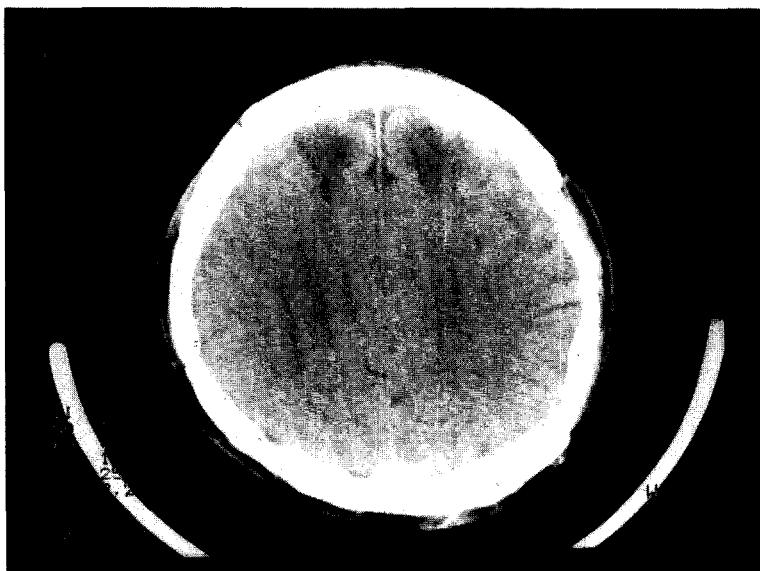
Brain computerized tomographic findings : Well defined wedge shaped low density in both upper frontal lobe is seen symmetrically.
